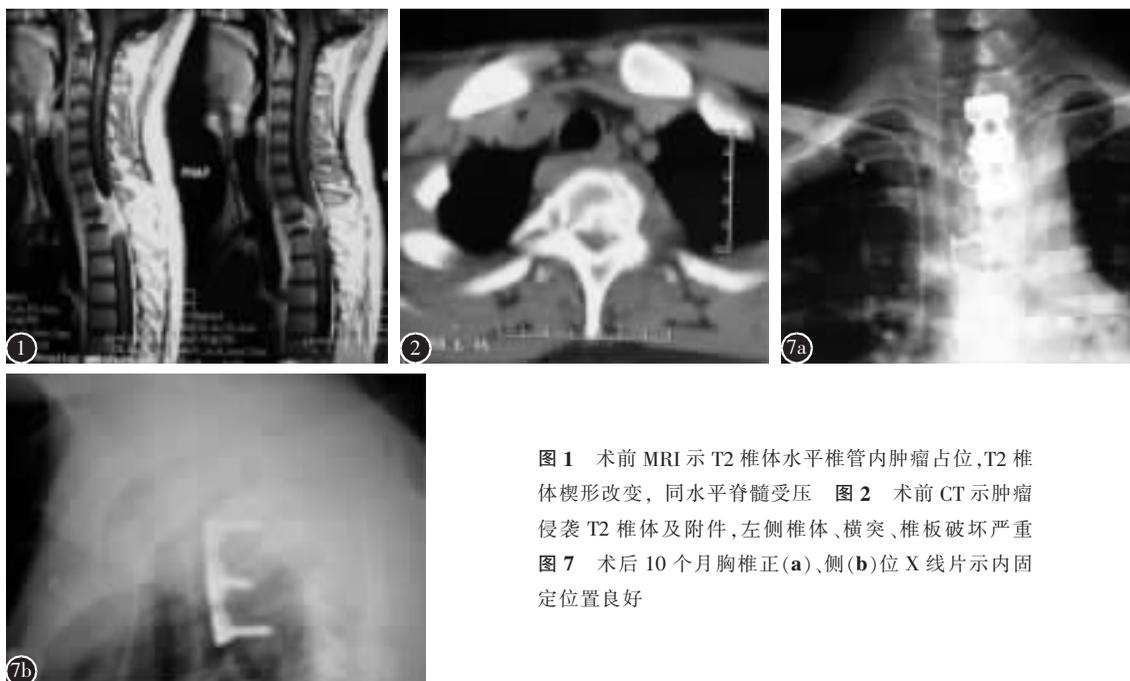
术前 MRI 示 T2 椎体水平椎管内肿瘤占位, T2 椎体楔形改变, 同水平脊髓受压 图 2 术前 CT 示肿瘤侵袭 T2 椎体及附件, 左侧椎体、横突、椎板破坏严重 图 7 术后 10 个月胸椎正(a)、侧(b)位 X 线片示内固定位置良好
